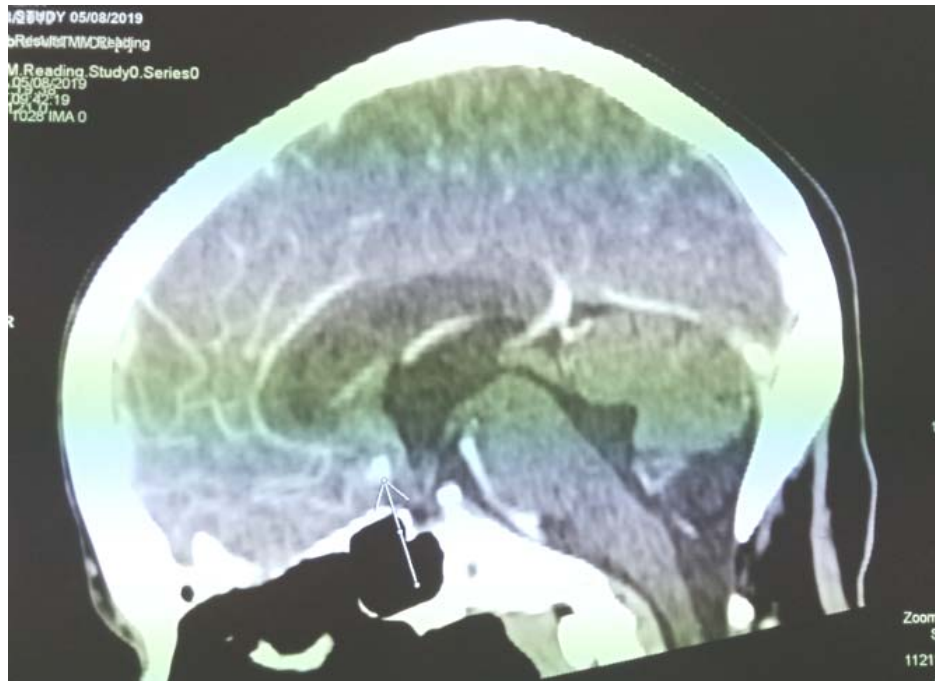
image d'anévrisme de la cérébrale antérieure sur une TDM injectée
